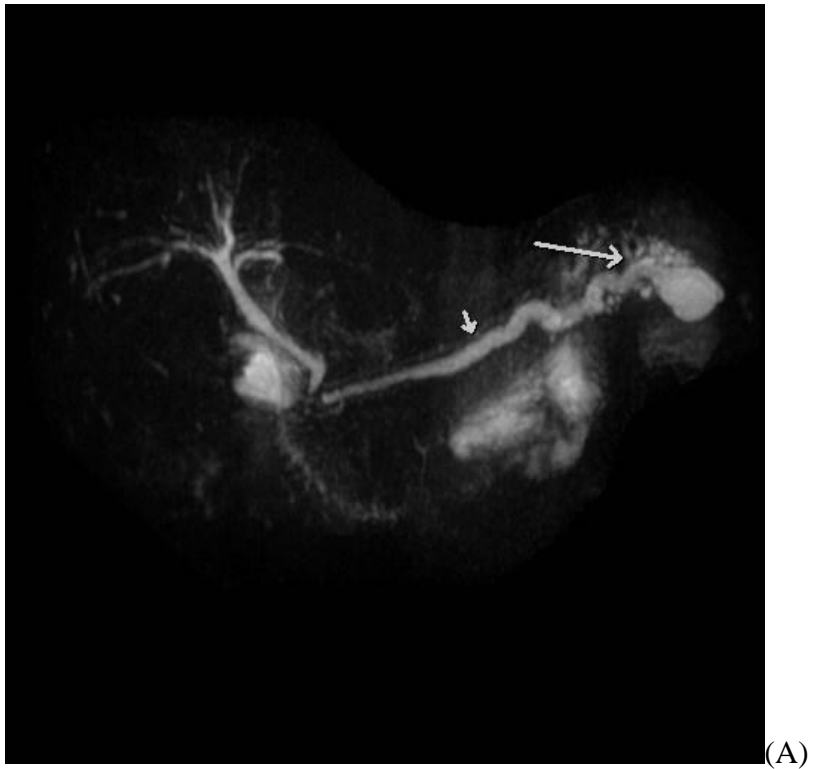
28.11b: IPMN do tipo misto. Em A, imagem de colangiressonância demonstra dilatação do ducto pancreático principal (seta pequena), dilatação de ductos secundários na cauda, onde também há formação cística em comunicação com o sistema ductal (seta grande). Em B, imagem no plano axial em sequência T2 com saturação de gordura, demonstra os mesmos achados.
